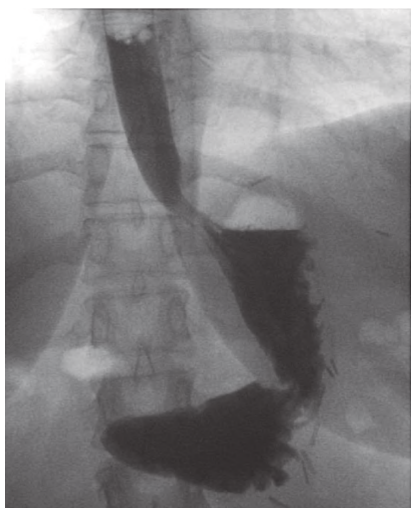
X-ray of the gastric tube after sleeve resection of the stomach with barium sulfate.
